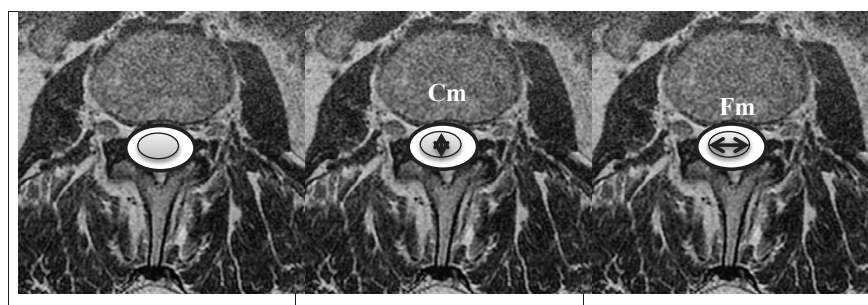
Планіметричні показники при МРТ-візуалізації спинного мозку
